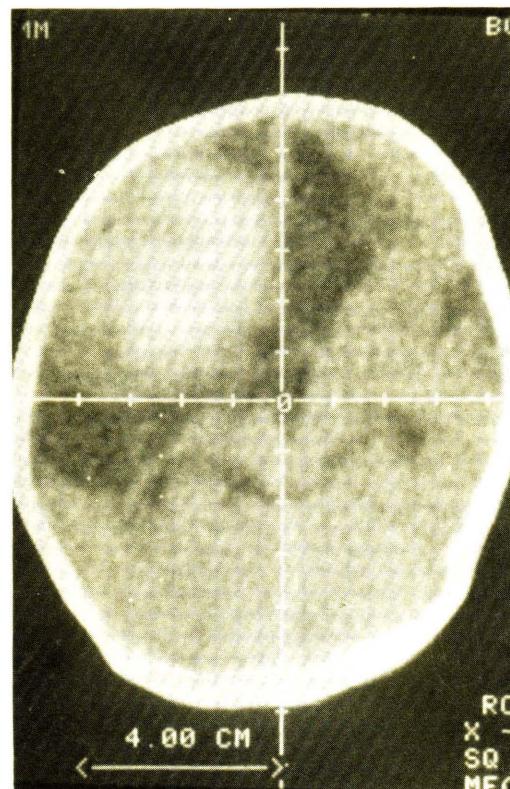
CT scan shows intracerebral hematoma at Rt. Frontoparietal region
